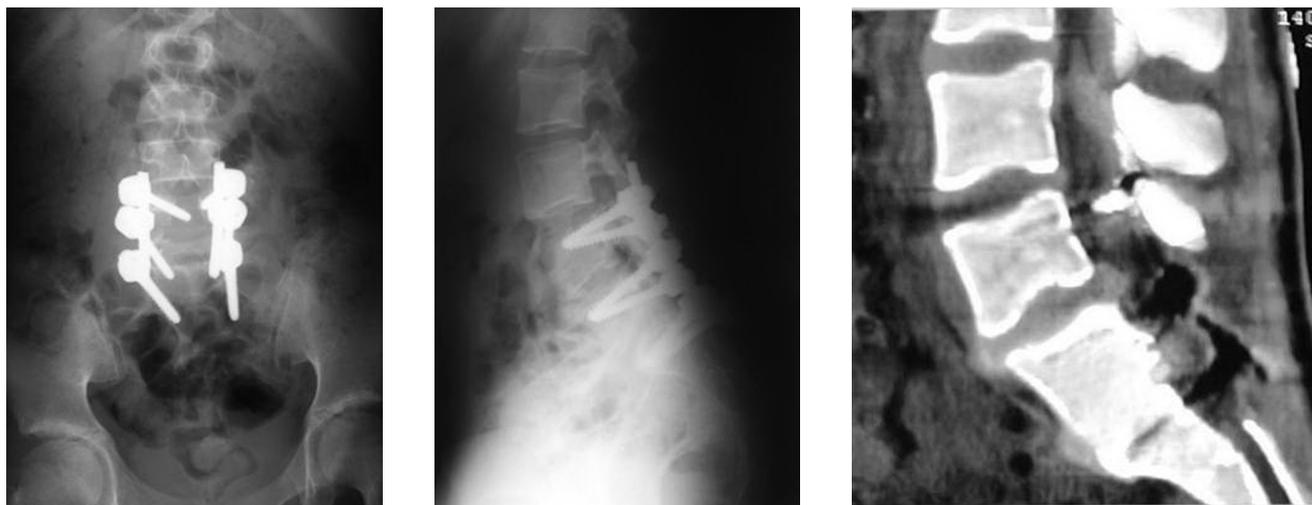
Рентгенограммы и КТ пациентки П., 14 лет. Спондилоптоз L5 позвонка через 2 года после операции
